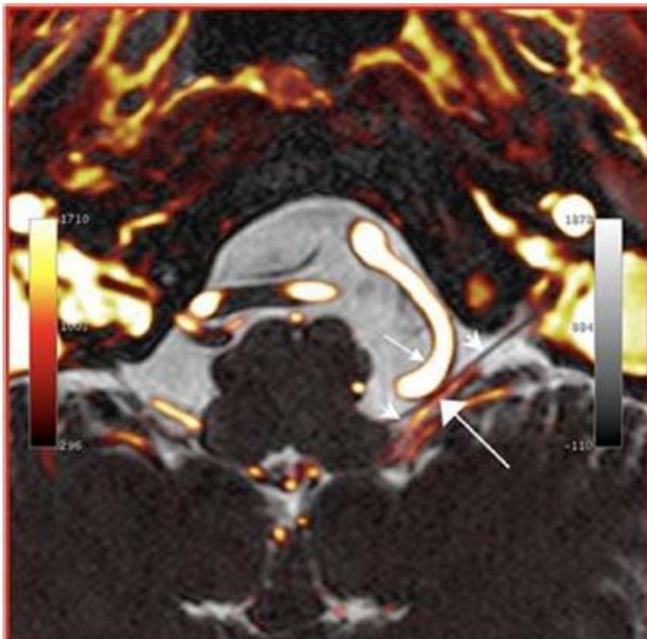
Imagen por RM T1, muestra la compresión arterial del XI nervio craneal por el complejo vertebrobasilar.
